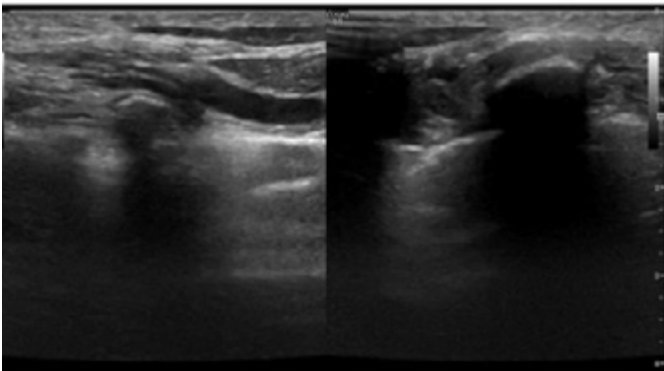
Radiografia de clavícula e porção superior de hemitórax esquerdo e ecografia que evidenciam costela supranumerária à esquerda ao nível de C7
